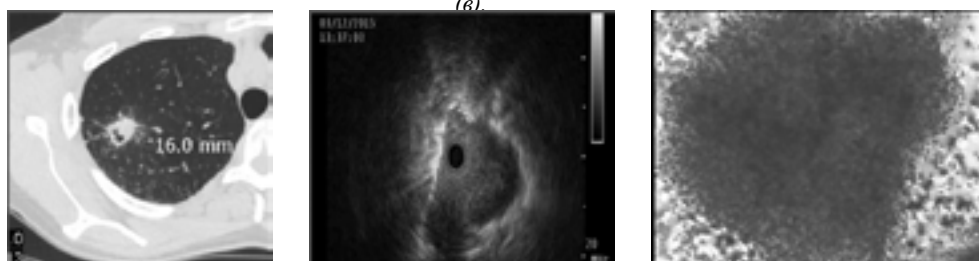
Компьютерная томограмма пациентки 32 лет в заднем сегменте верхней доли правого легкого S2 - туберкулема с распадом (а), зонд находится в центре овального гетерогенного образования с четкой гиперэхогенной границей и гипоехогенностью (распад) под капсулой на 3-5-6 часов (б), выявление эпителиодно-клеточной гранулемы с некрозом в цитограмме браш-биопсии этой пациентки (в) окраска по Паппенгейму. При культуральном посеве материала браш и БАЛ на VacTec MGIT960 исследовании получены *Mycobacterium kansasii*.
